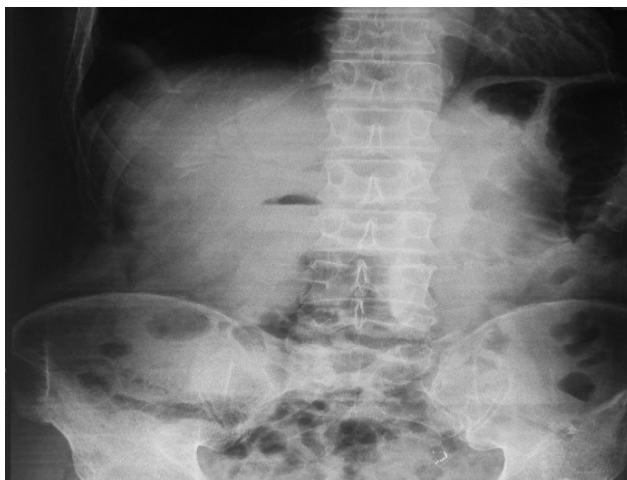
Больной Б., 70 лет, № и. б. 24753. Рентгенограмма: наличие аэробилии
